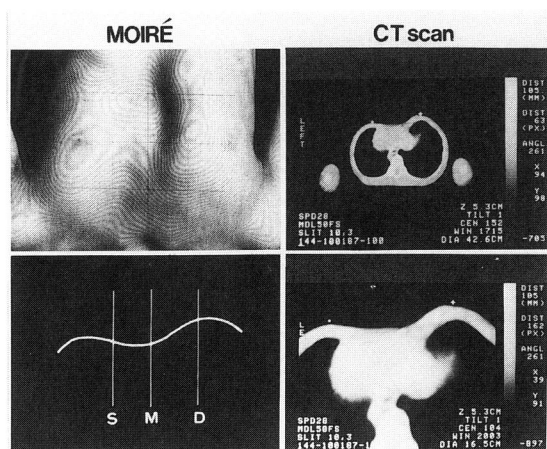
Comparison of a accuracy between moiré topography and CT scan in a same funnel chest case.
